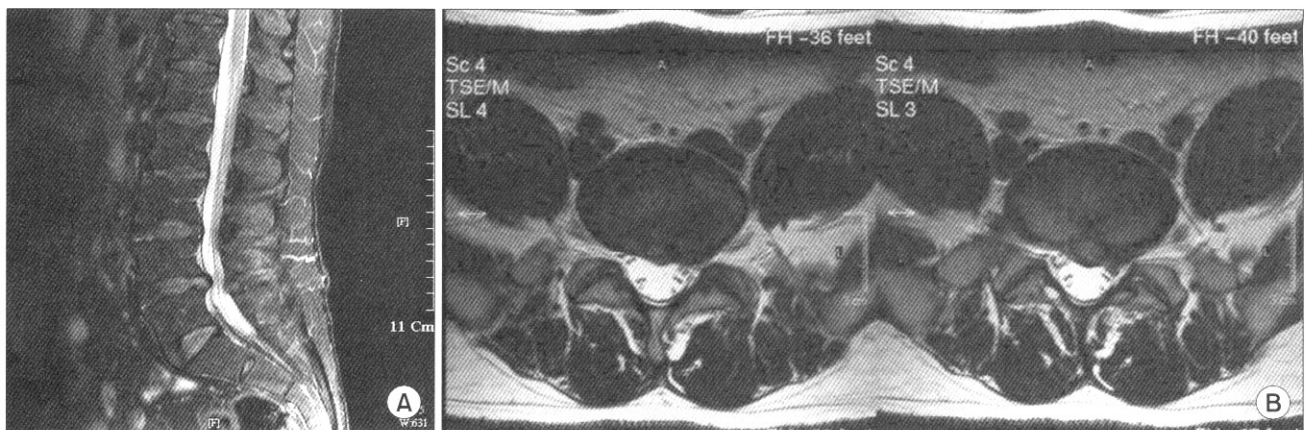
Herniated intervertebral disc compressing spinal nerve root (L4/5, left) with relatively preserved hydration and height on T2-weighted lumbar spine MRI, sagittal (A) and axial (B) view.
